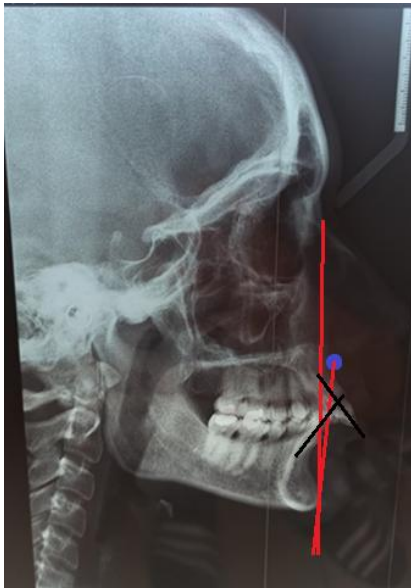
Comparación telerradiografías de perfil.
